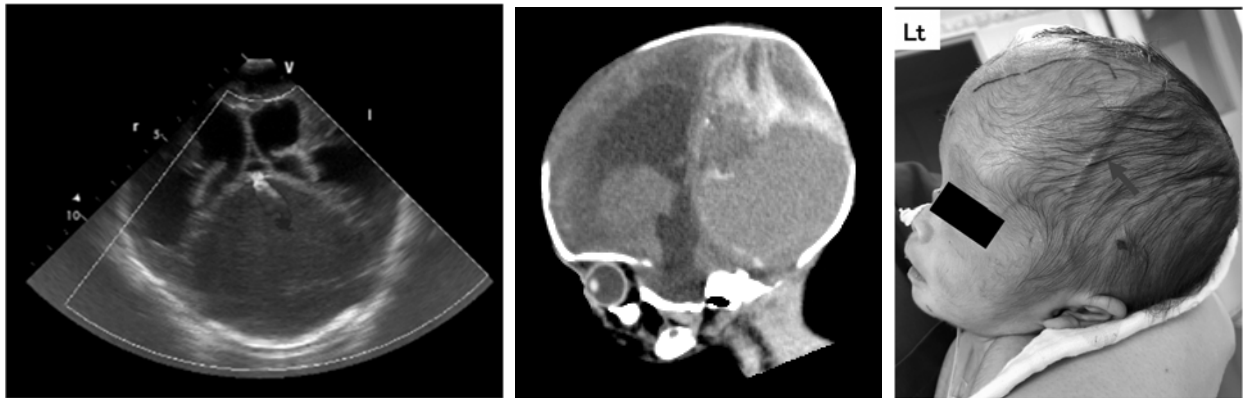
echo (Day1) Fig.5 CT (Day1) Fig.6 Macrocrania, dilatation of STV(black arrow) (Day23)
